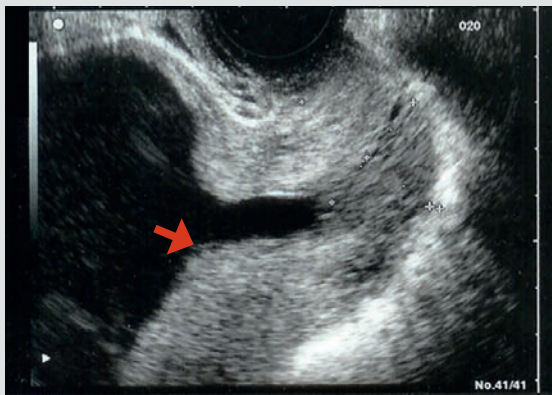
Figure – Échographie endovaginale : le col mesure 27 mm et on voit une incompétence de l'orifice interne ➔.
